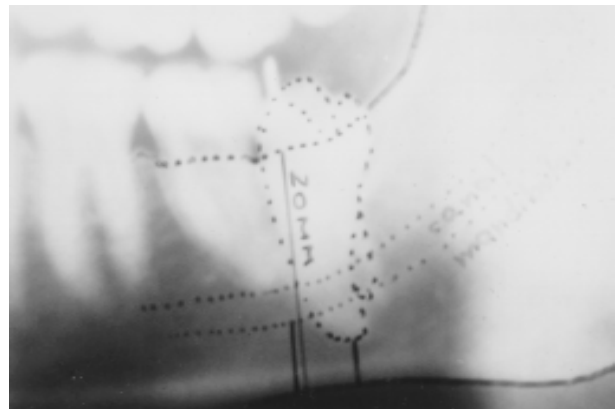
Tomografia computadorizada. Relação do canal mandibular e o ápice radicular do 48. Vista lateral
